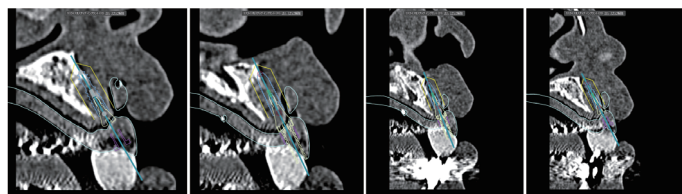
術前CT画像。理想的埋入位置に既存骨はほとんど存在しない。
